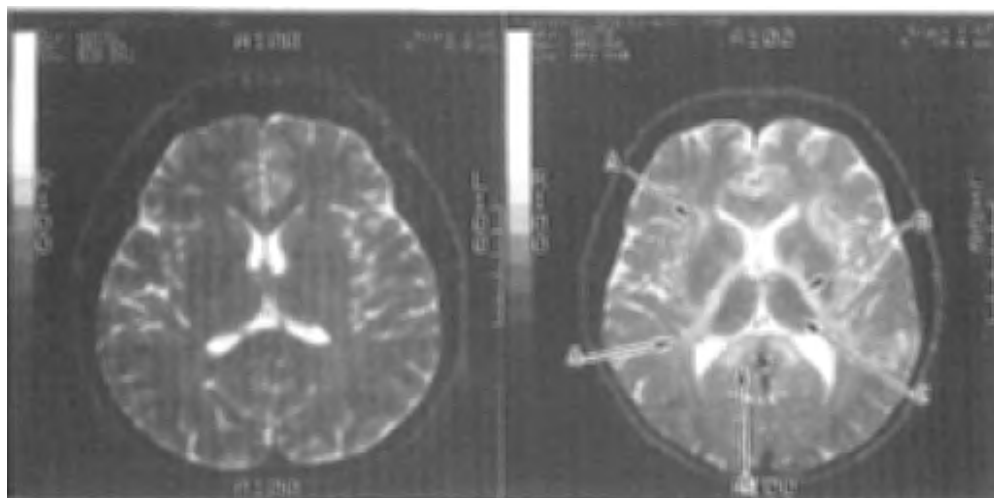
慢性有機溶剤乱用者の大脳のMRI像(図右, 図左は正常例)。T2強調像で, 大脳深部白質(矢印A), 内包後脚(矢印B)に高信号を認め, 同部位の髄鞘の異常が推定されている。視床(矢印C)は低信号となっている(本文参照)。
